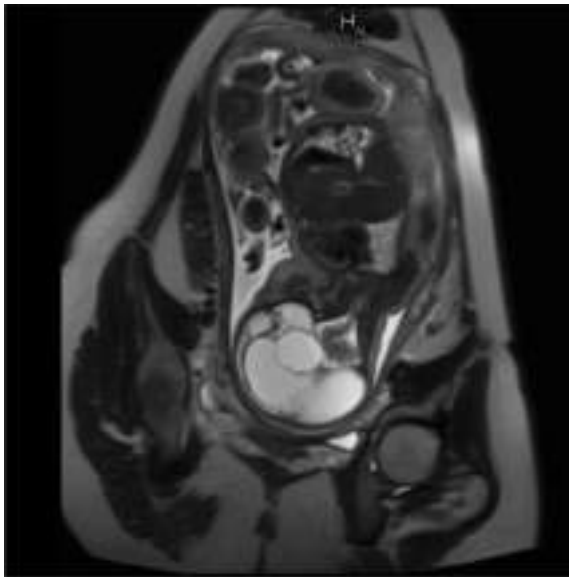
Пренатальне МРТ дослідження плода, ГВ 36 тижнів. Грубі атрофічні зміни паренхіми півкуль
